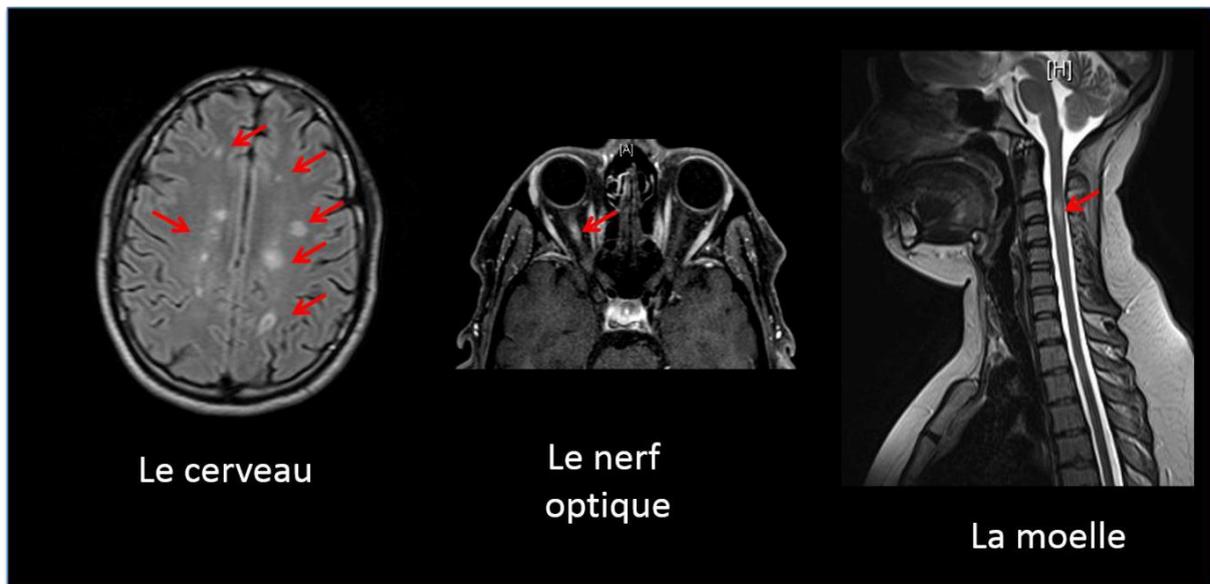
Plaques de la SEP sur différentes localisations visible en T2 FLAIR
